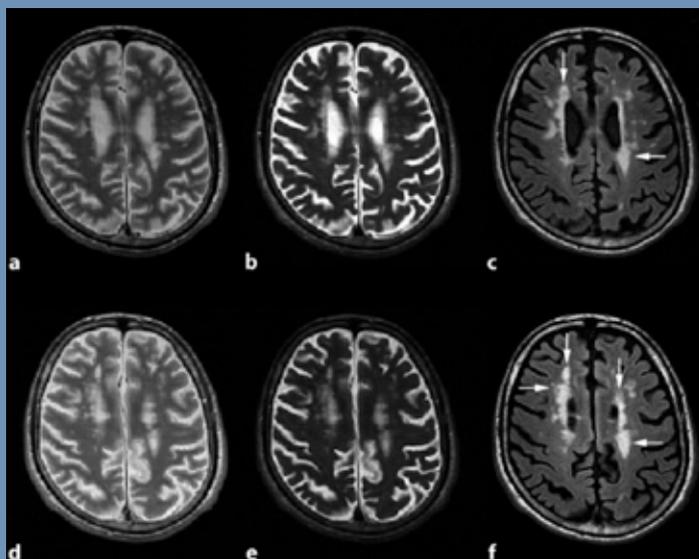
Lésions démyélinisantes visualisées par IRM¹⁶. Séquence axiale PD (a,d), axiale T2 (b,e) et axiale T2 FLAIR (c,f) montrent de multiples lésions hyperintenses périventriculaires.
